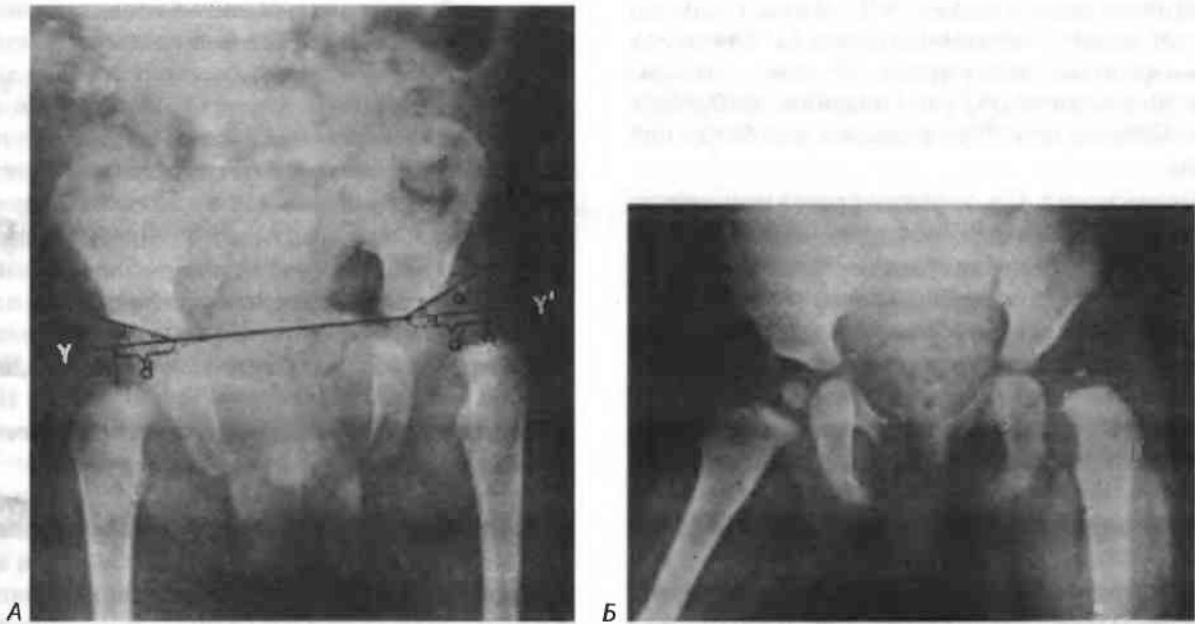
Рентгенограммы таза при вывихе бедра вследствие пороков развития:
